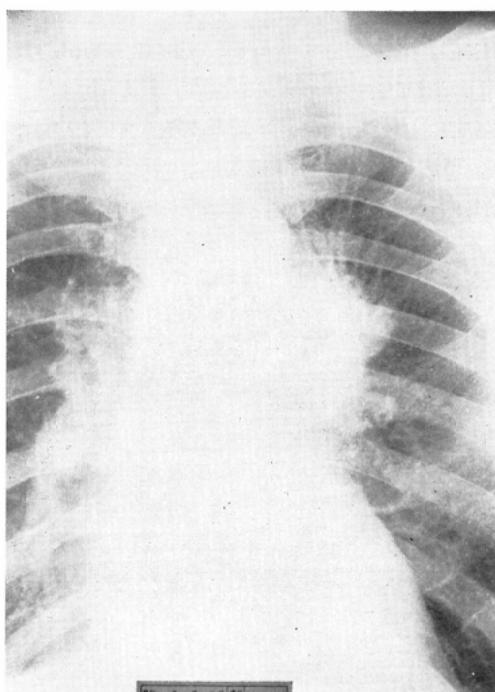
Chest x-ray film before irradiation. A mass measuring about 7 by 5 cm is noted the left hilum
